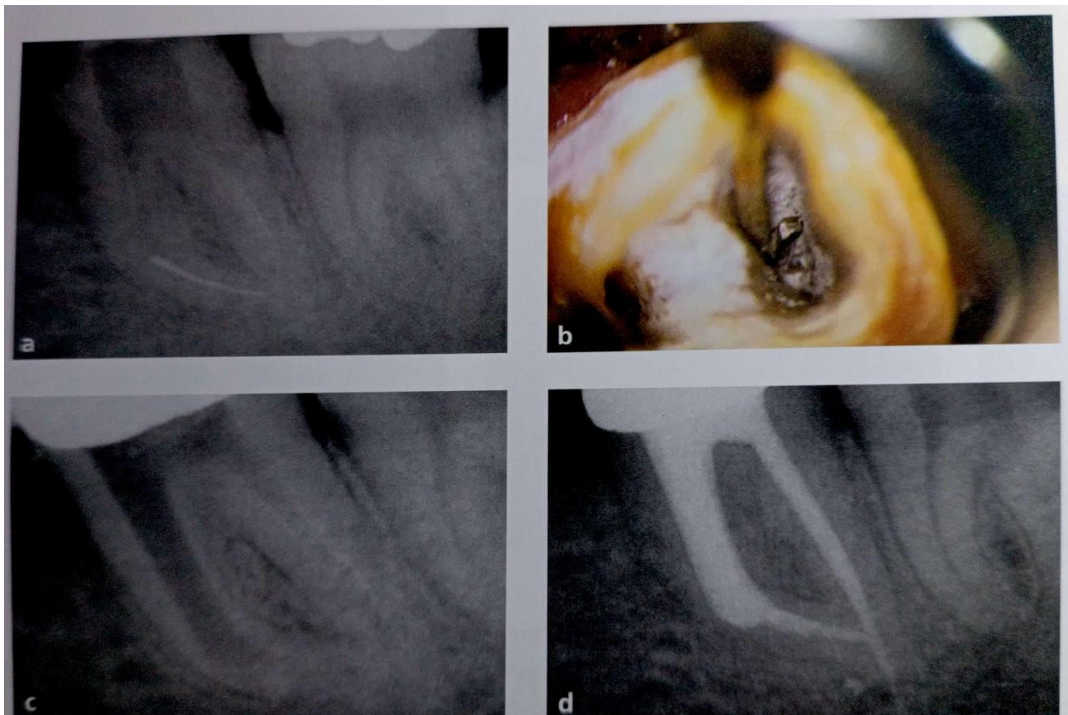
(A) Radiografía periapical que muestra un instrumento separado de níquel-titanio en raíz distal que presenta una curvatura severa. (B) Se realiza la preparación del conducto, desgaste selectivo con fresas activadas con ultrasonido, para liberar el instrumento separado de las paredes internas del conducto, se logra tener visión directa del fragmento y dejarlo móvil, sin embargo, no logra superar la curvatura radicular tan marcada. (C) Para la remoción del instrumento separado se desgastó una gran cantidad de dentina, debilitando peligrosamente el diente. (D) Radiografía control 5 años después. ¹⁶
